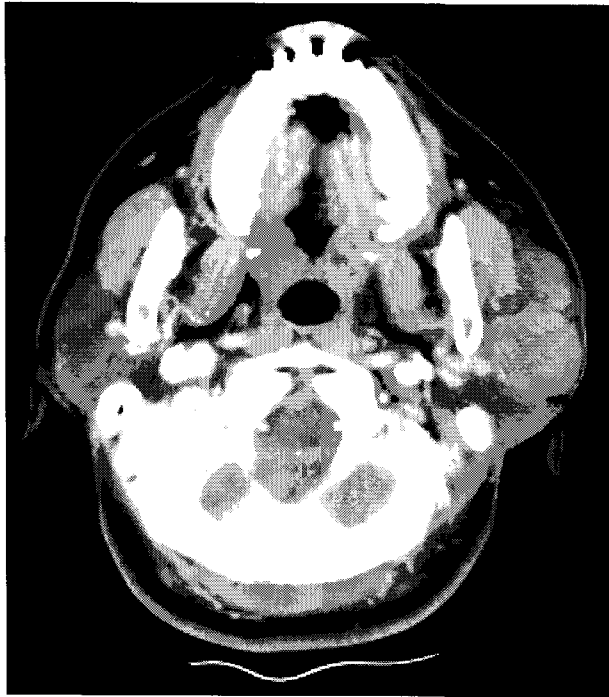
Multiple recurrent pleomorphic adenomas of parotid gland on CT.
